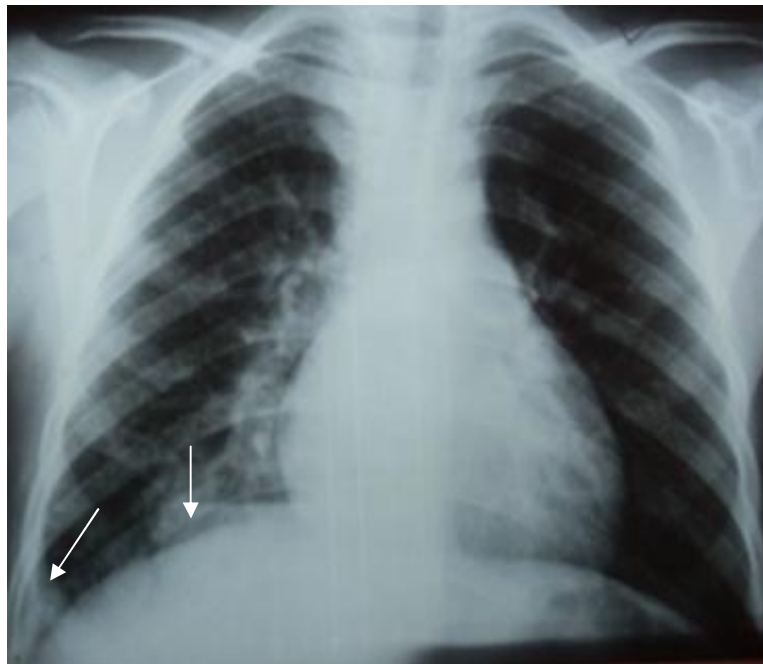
La radiographie pulmonaire montrant une opacité basithoracique droite avec émoussement de cul de sac droit.
